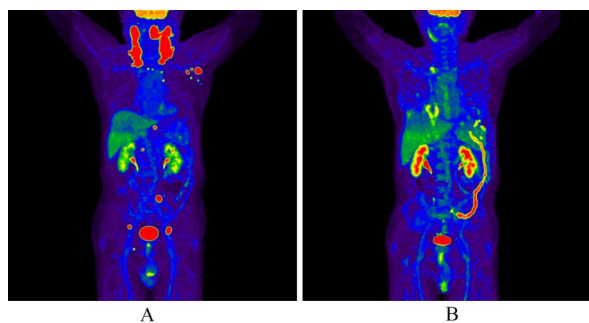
PET/CT imaging findings of case 1 before and after treatment
